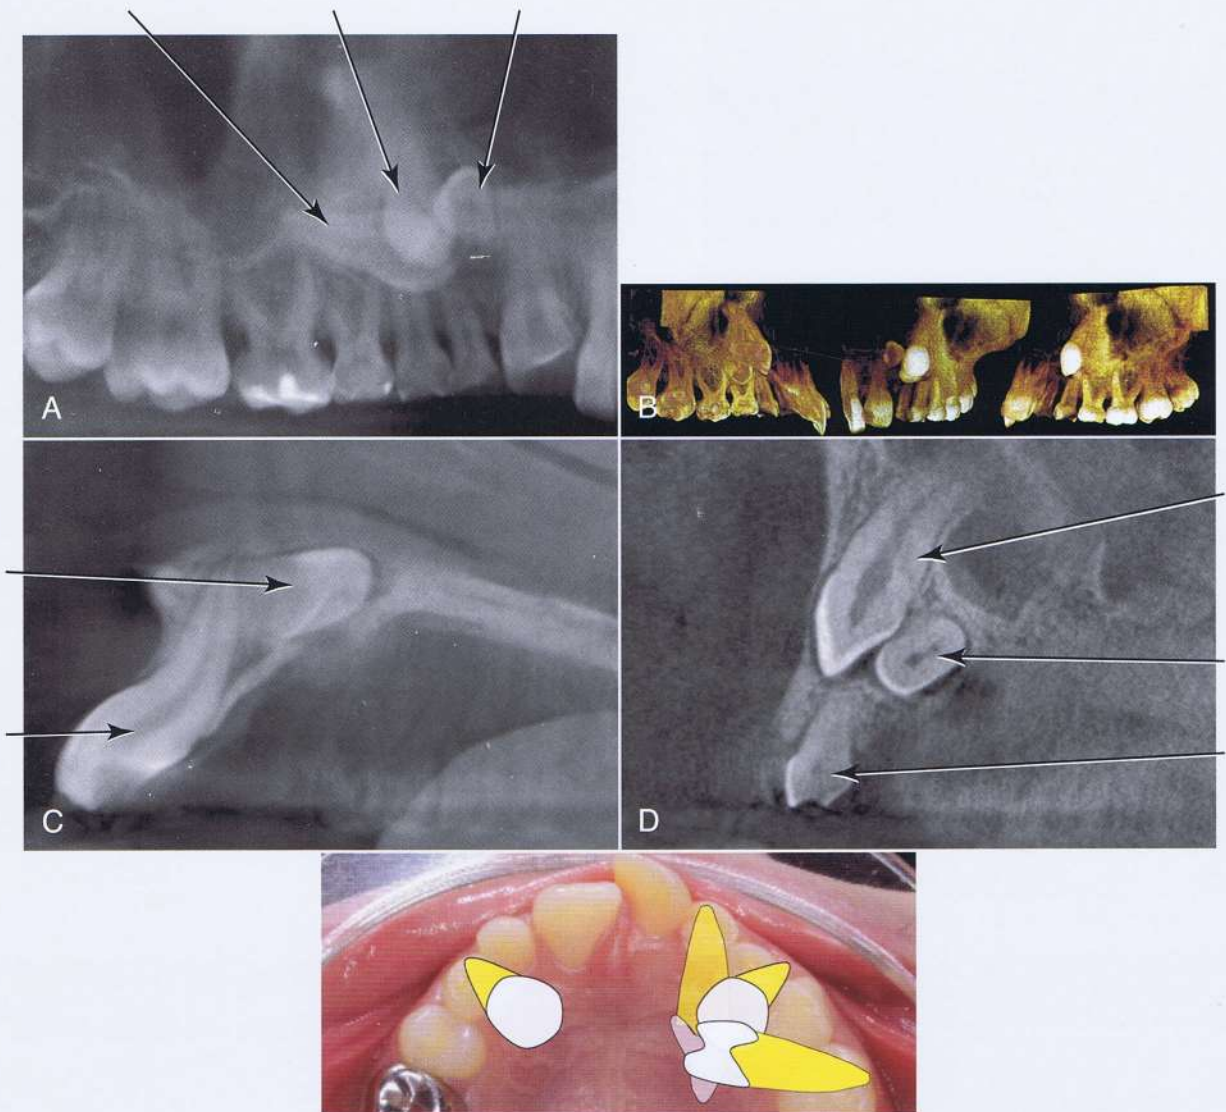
Caso 2. Tomografía computarizada de haz cónico de bajo volumen (CBCT) del cuadrante maxilar izquierdo. A, vista de un ángulo oblicuo desde el aspecto palatino; la corona del incisivo lateral está distal y horizontalmente impactada. El primer premolar también está horizontalmente impactado, apuntando hacia la corona del incisivo lateral. B, vistas con indicación de volumen desde un ángulo palatino directo (panel izquierdo), vista frontal (panel central) y vista bucal (panel derecho). Segmentos sagitales sucesivos a nivel del incisivo central izquierdo (C) que indica que el ápice del incisivo se aproxima mucho a la cortical bucal. A nivel del canino impactado (D), el impacto horizontal del primer premolar es evidente, palatino al canino. E, rendición esquemática de los dientes impactados desde una óptica oclusal clínica.
